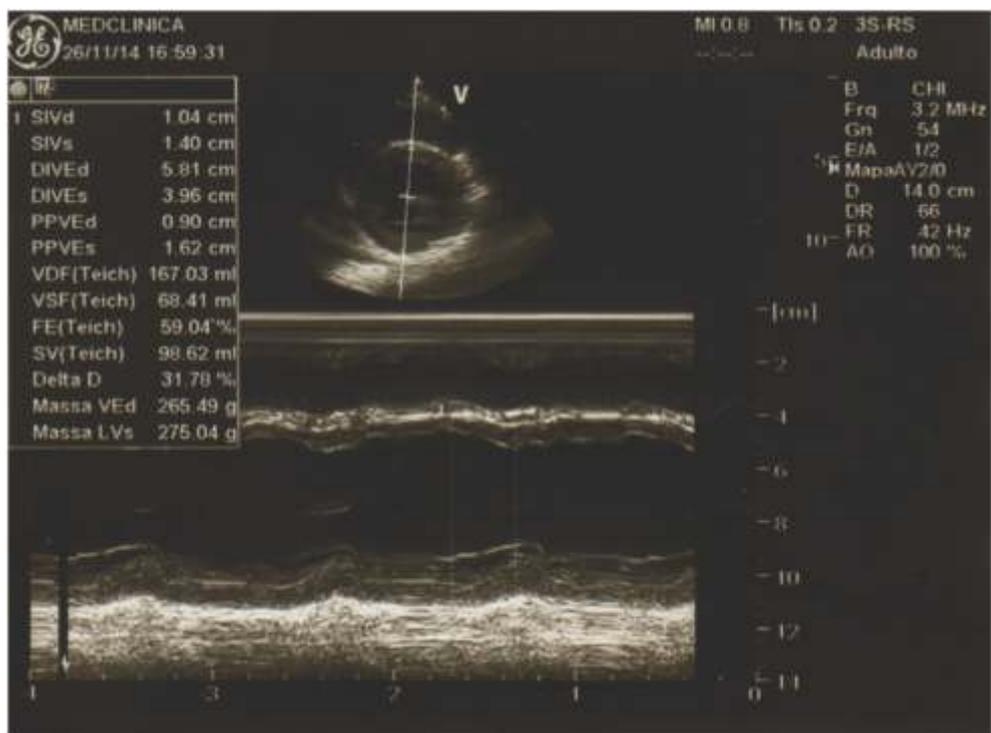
Ecocardiograma 11/11/2014 Folha 2
